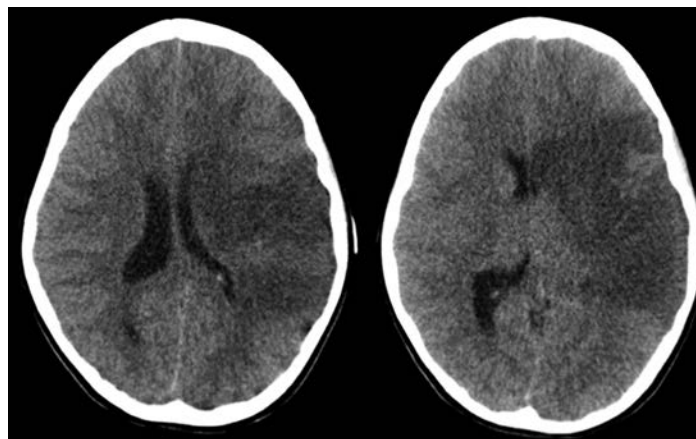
TC cerebral que muestra desviación de línea media y borramiento de cisternas basales y surcos corticales, con incipiente herniación transtentorial descendente izquierda.
